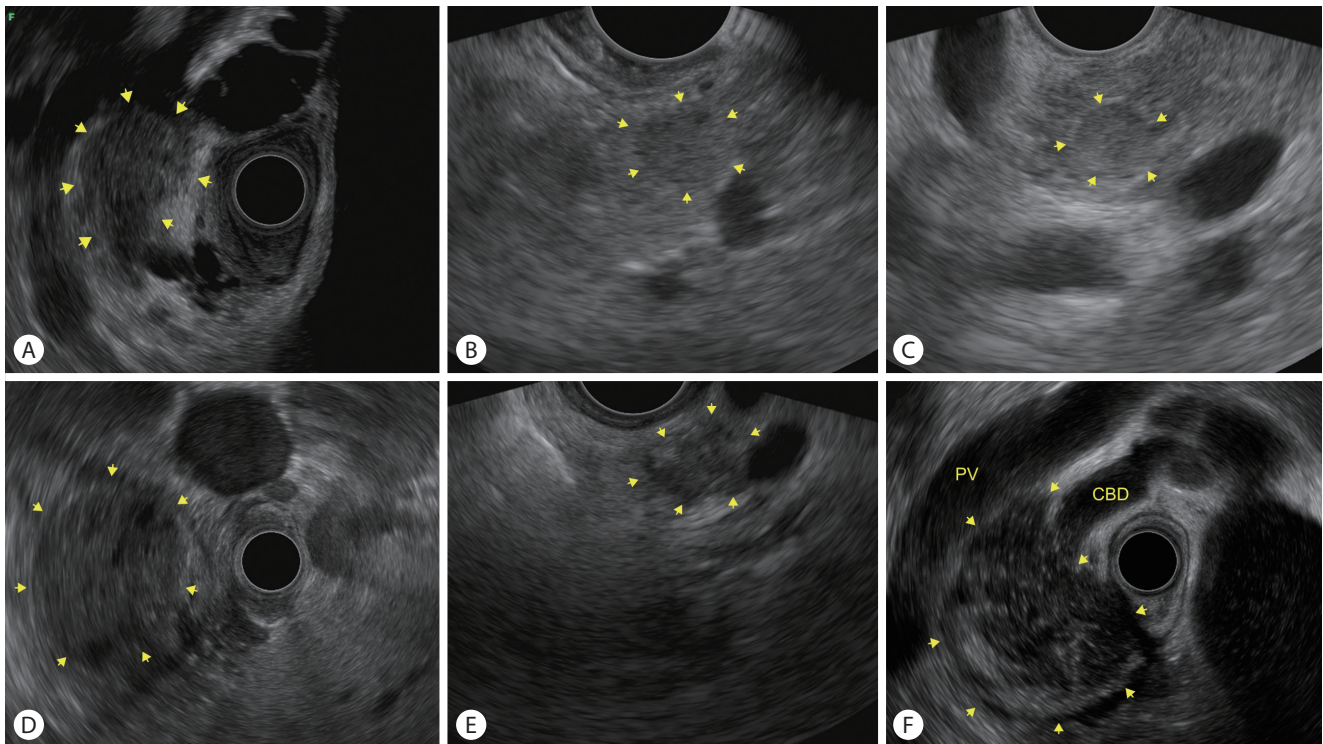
Endoscopic ultrasound image of different solid pancreatic tumors (arrows of A-F). (A) Solid lesion located in the pancreatic head, corresponding to pancreatic ductal adenocarcinoma. (B) Pancreatic neuroendocrine tumor located in the pancreatic tail. (C) Insulinoma located in the pancreatic tail. (D) Solid pseudopapillary tumor located in the pancreatic tail. (E) Mass-forming chronic pancreatitis located in the pancreatic neck. (F) Mass-forming autoimmune pancreatitis located in the pancreatic head with bile duct obstruction. PV, portal vein; CBD, common bile duct.
